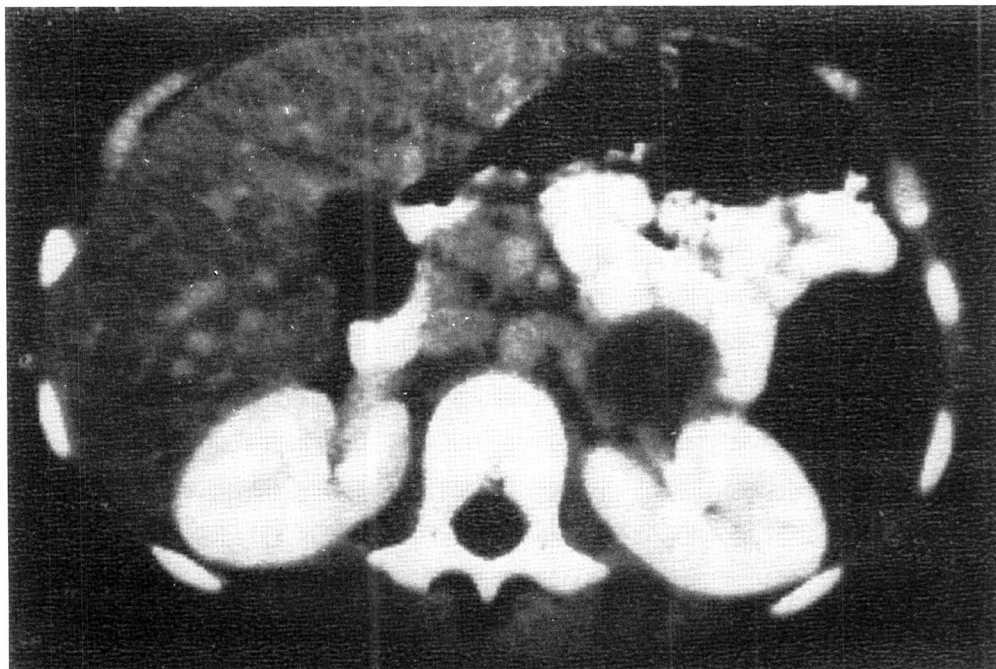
Tomografia computadorizada mostrando tumor em topografia de adrenal esquerda.
